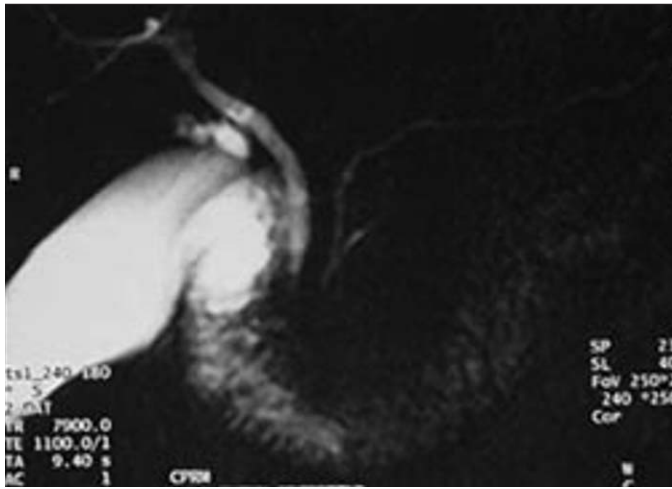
Cholangiopancréatographie par IRM : aspects normaux.
